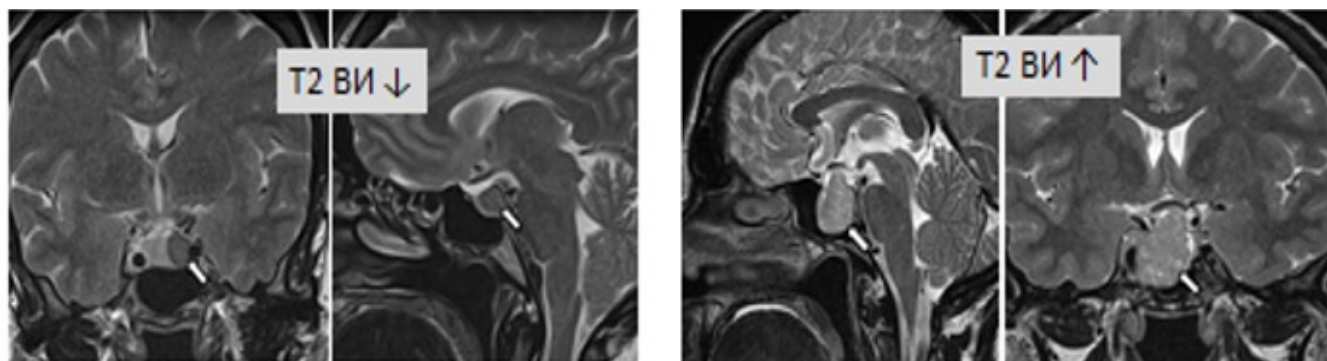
МР изображения СО с гипо- и гиперинтенсивным относительным опухолевым сигналом на T2-ВИ МРТ
